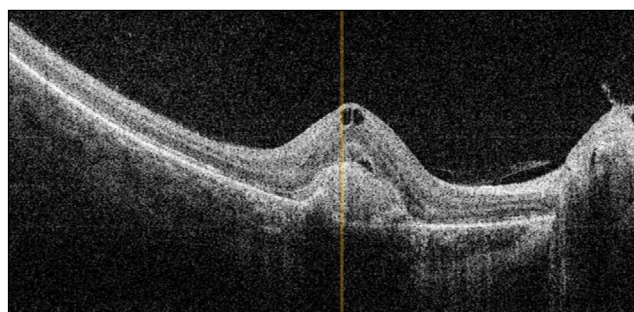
Изображение оптической когерентной томографии хориоидальной неоваскуляризации типа 2 у ребёнка с токсоплазмозным ретинохориоидитом в стадии ремиссии.
